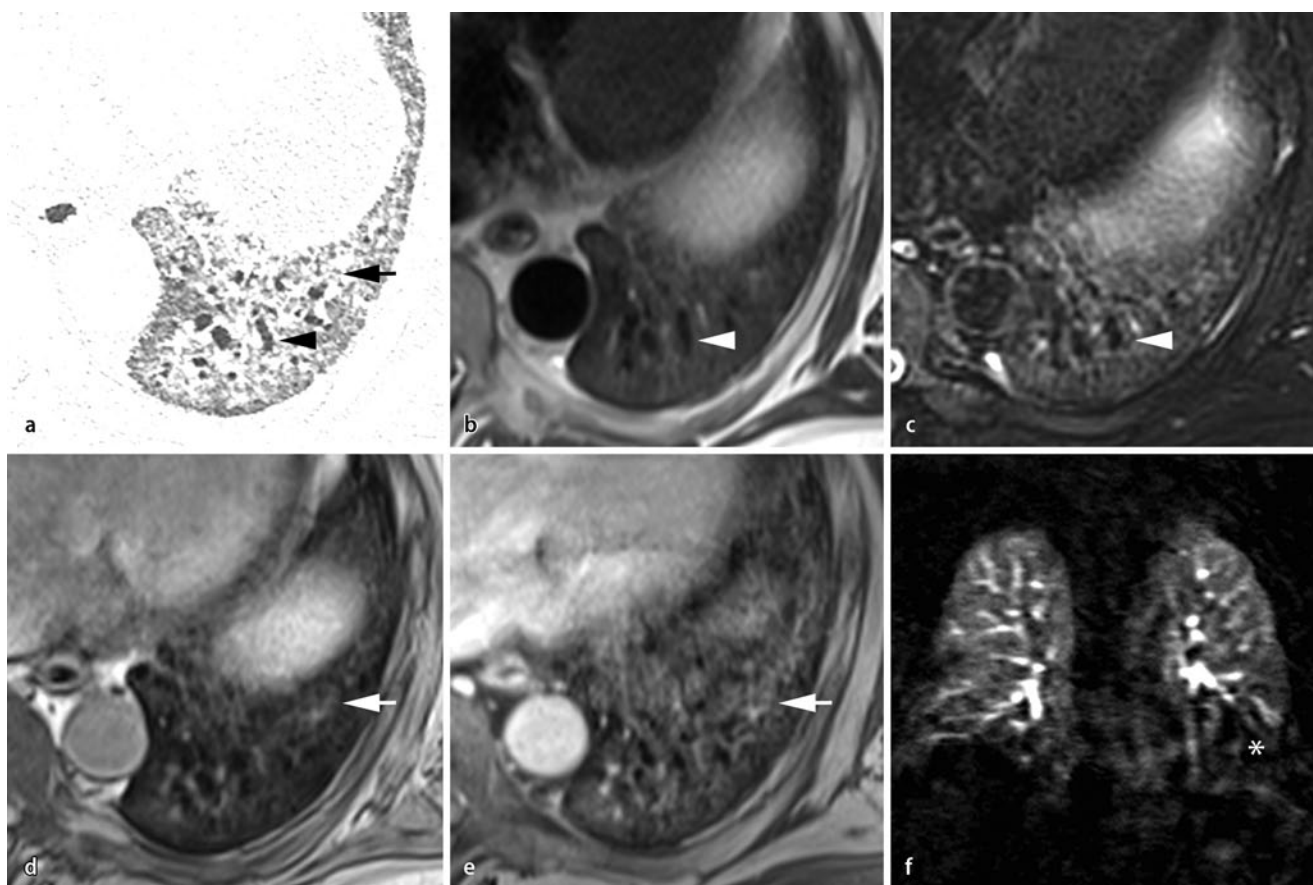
▲ Retikulation und Traktionsbronchiektasen, 60-jähriger Patient mit UIP-Muster. Die CT zeigt eine basal-peripher prädominante Fibrose. Feine Retikulationen (Pfeil) und eingelagerte Traktionsbronchiektasen (Pfeilspitze) sind deutlich erkennbar (a). Die T2-gewichteten Sequenzen (HASTE, BLADE) zeigen in diesem Bereich aufgrund der geringeren Auflösung eine flächige Signalsteigerung, die Traktionsbronchiektasen sind jedoch deutlich erkennbar (b, c, weiße Pfeilspitze). Aufgrund besserer Auflösung bilden sich die Retikulationen besser in der T1-gewichteten 3-D-GRE-Sequenz vor und insbesondere nach KM-Gabe ab (d, e, weißer Pfeil). Die Perfusionsbildgebung ergab eine korrespondierende Perfusionsstörung des linken Unterlappens (*, FLASH-3-D-Sequenz, subtrahiert, f). UIP „usual interstitial pneumonia“, HASTE „half Fourier-acquired single shot turbo spin echo“, GRE Gradientenecho, KM Kontrastmittel, FLASH „fast low angle shot“
